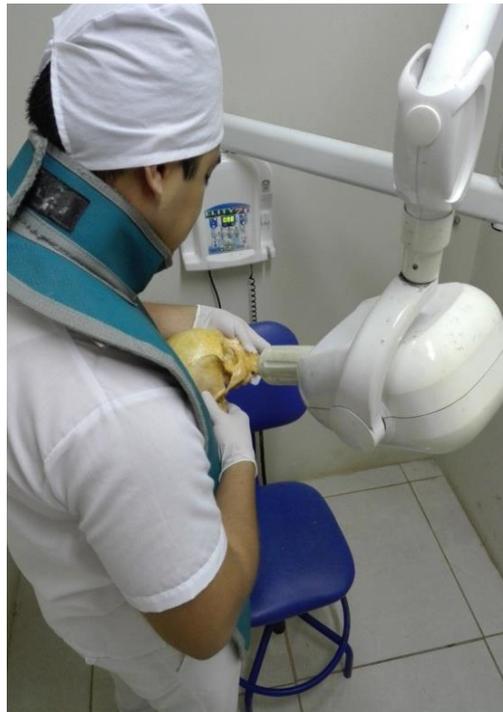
Alumno radiografiando el cráneo en la Clínica UAP Filial Chiclayo
